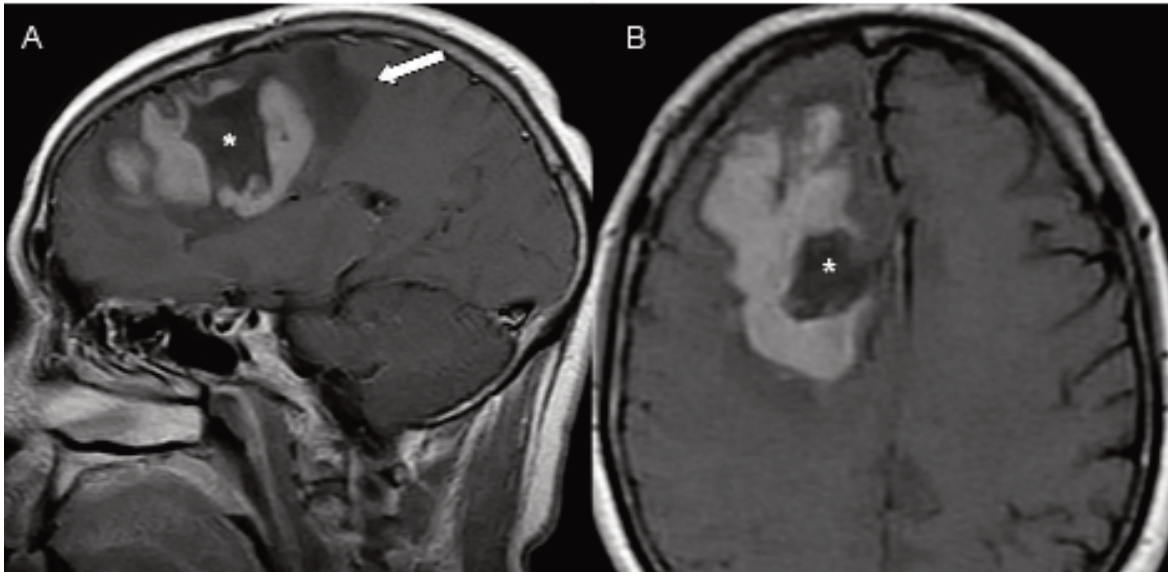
Glioblastoma multiforme. RM SE sagital (A) y axial (B) T1 con Gadolinio. Masa frontoparietal derecha con gran cavidad necrótica (asterisco), realce periférico grueso intenso y abundante edema (flecha).
